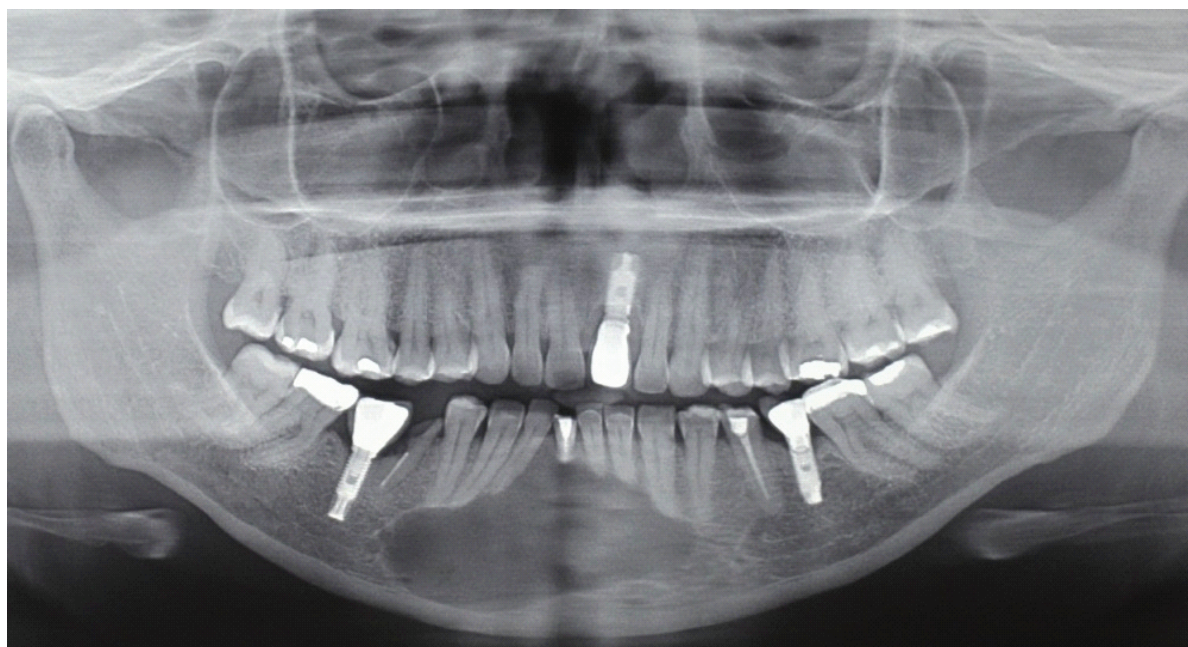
Radiografia panorâmica inicial.
